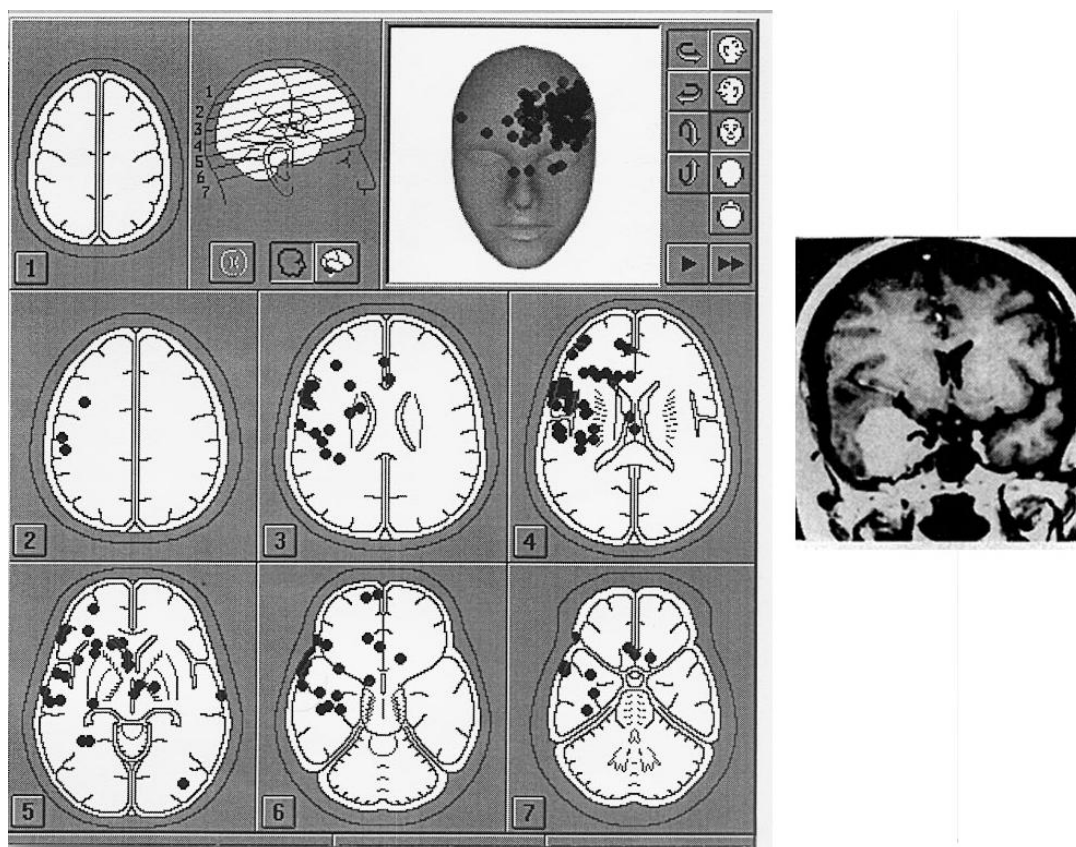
Локализация источников пароксизмальной активности ЭЭГ больной Д-ой с опухолью медиобазальных отделов правой височной доли в интактном (левом) полушарии. Справа приведены данные МРТ. Обозначения см. рис.7.
